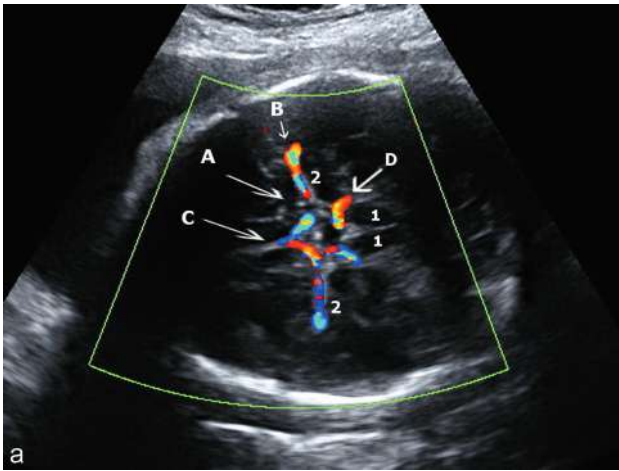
Doppler cérébral. a. Le polygone de Willis en mode couleur, en avant des pédoncules (1), à 35 SA. A : vers la carotide interne ; B : artère cérébrale moyenne (ACM) ; C : artère cérébrale antérieure ; D : artère cérébrale postérieure. b. Enregistrement Doppler de l'ACM : l'axe du faisceau est bien dans l'axe de l'artère, la fenêtre de mesure est positionnée dans la partie initiale du trajet, l'index IR est normalement élevé (0,83) et le pic systolique (MCA-PSV) est mesuré à 49 cm/sec.
